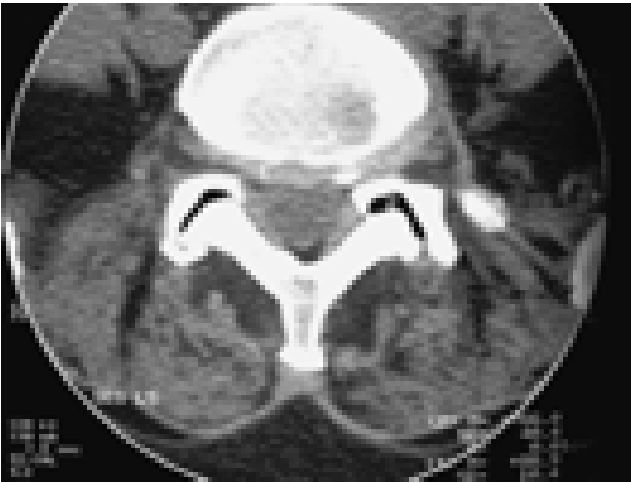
TC simple a nivel L5-S1. Abombamiento discal (1). Vacío articular facetario (2).
